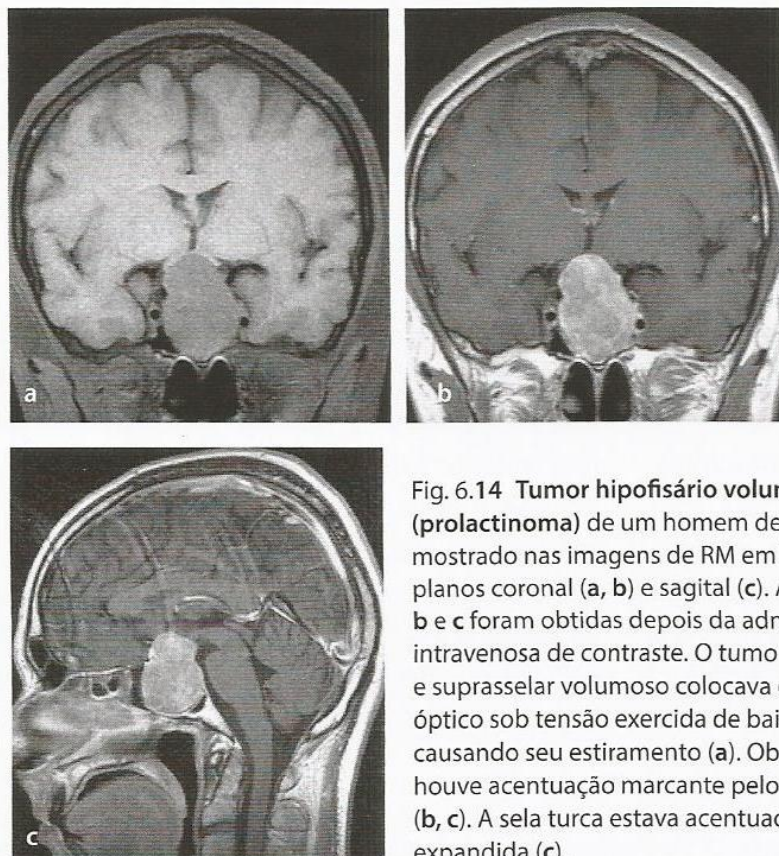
Tumor hipofisário volumoso (prolactinoma) de um homem de 40 anos, mostrado nas imagens de RM em T1 nos planos coronal (a, b) e sagital (c). As imagens b e c foram obtidas depois da administração intravenosa de contraste. O tumor intrasselar e supraselar volumoso colocava o quiasma óptico sob tensão exercida de baixo, causando seu estiramento (a). Observe que houve acentuação marcante pelo contraste (b, c). A sela turca estava acentuadamente expandida (c).
